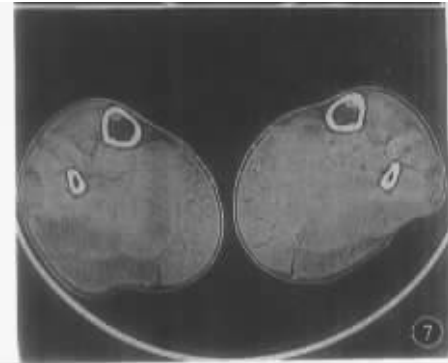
正常 CT 表现。男, 11 岁, 大腿和小腿肌肉 表现为肌肉密度均匀, 各肌块排列紧密 图 2 DD 型 PMD。男, 3.5 岁, 病程半年, 大腿半腱肌小部分斑片状低密度, CT 值 20 HU 图 3 DD 型 PMD, 男, 7 岁, 病程 5 年, 小腿比目鱼肌内见似肌纹理走行的低密度影 图 4 同上病例, 大腿股四头肌、后群肌及大收肌呈斑片状低密度, 缝匠肌、长收肌、股薄肌基本正常 图 5 DD 型 PMD。男, 12 岁, 病程 7 年, 双侧臀肌基本脂肪化, CT 值最低为 -82 HU 图 6 LD 型 PMD。男, 18 岁, 病程 5 年, 双侧大腿肌肉不对称受侵, 以右侧为重 图 7 DD 型 PMD。男, 13 岁, 病程 10 年, 小腿病损以前群、外侧群及后群浅层肌为主, 后群深层肌相对较轻。肌肉饱满呈假肥大表现
